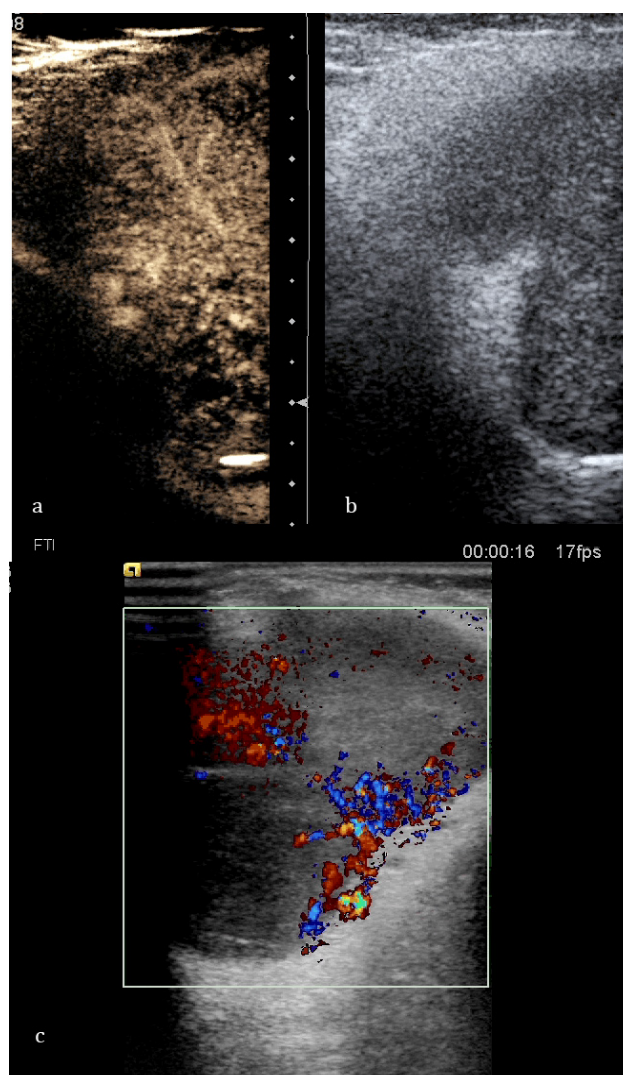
Pacient cu adenom pleomorf malignizat. a - Examinare cu substanță de contrast, b - Ecografie convențională bidimensională, c - Ecografie cu tehnica Doppler.
